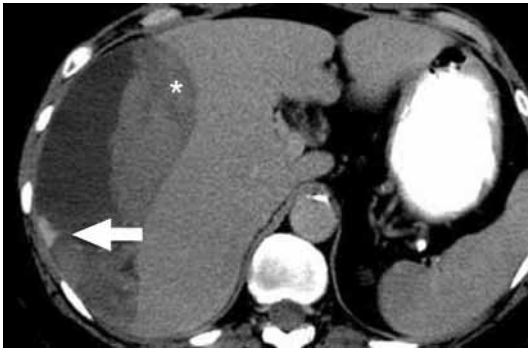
Hematoma subcapsular hepático. Exploración TC tras administración de contraste intravenoso. Se objetiva una gran colección hepática contenida a nivel subcapsular con densidades heterogéneas en su seno que corresponden a distintos sangrados. En la zona más periférica se objetiva un punto más denso que corresponde a extravasación de contraste a nivel extravascular que traduce sangrado activo.
